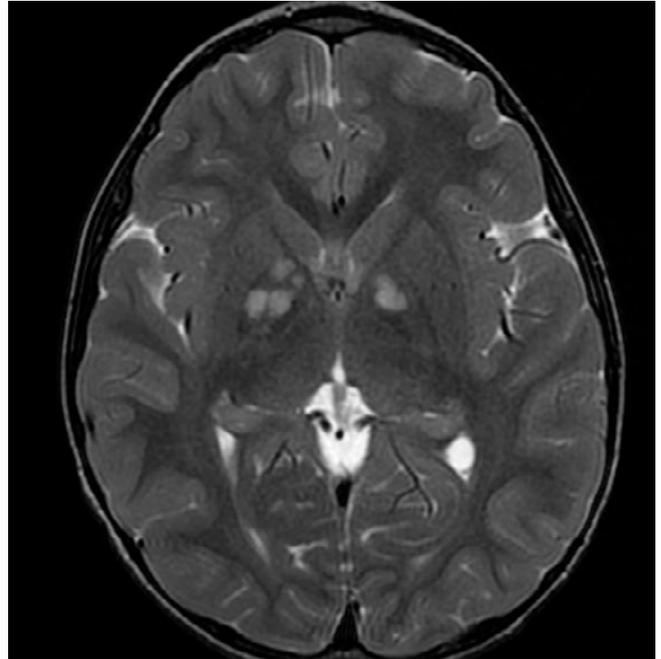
Corte TAC a nivel de nódulos hamartomatosos.
